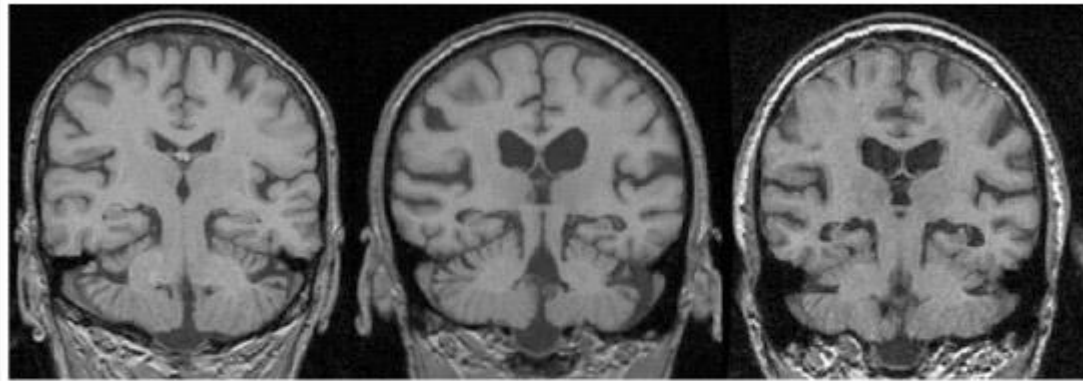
Coronal magnetic resonance imaging scans showing the hippocampus in normal (*left*), mild cognitive impairment (*middle*), and mild Alzheimer's disease (*right*) persons.
